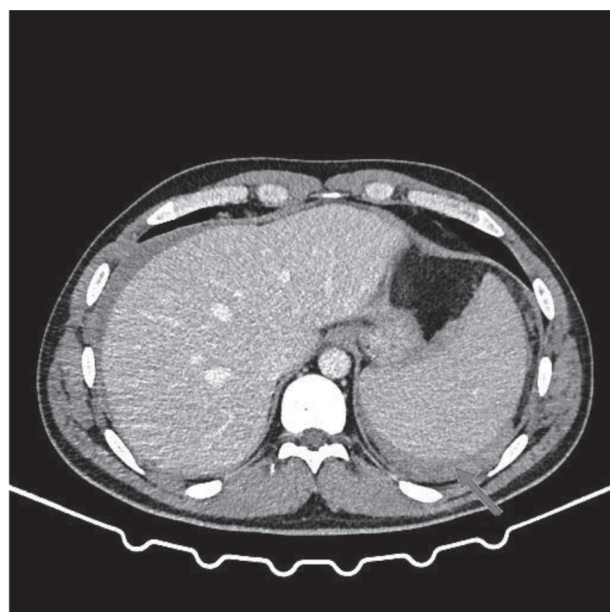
МСКТ брюшной полости с контрастированием, венозная фаза: спленомегалия и свободная жидкость в брюшной полости
